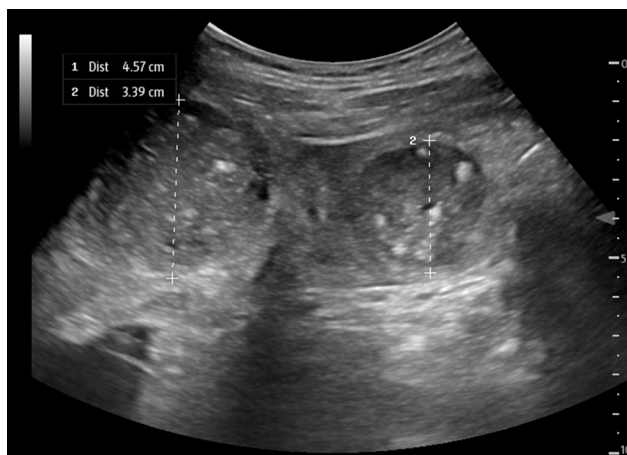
Ultrasound image at the point of care displaying enlarged bowel loops in a transverse view
